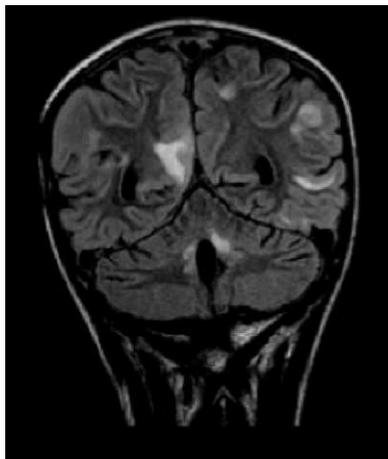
RM craneal, secuencia FLAIR con corte coronal. Se observan cambios posquirúrgicos en la fosa posterior. Hay múltiples zonas en sustancia blanca hiperintensas, localizadas a nivel subcortical en áreas parieto-occipitales, de forma bilateral.
